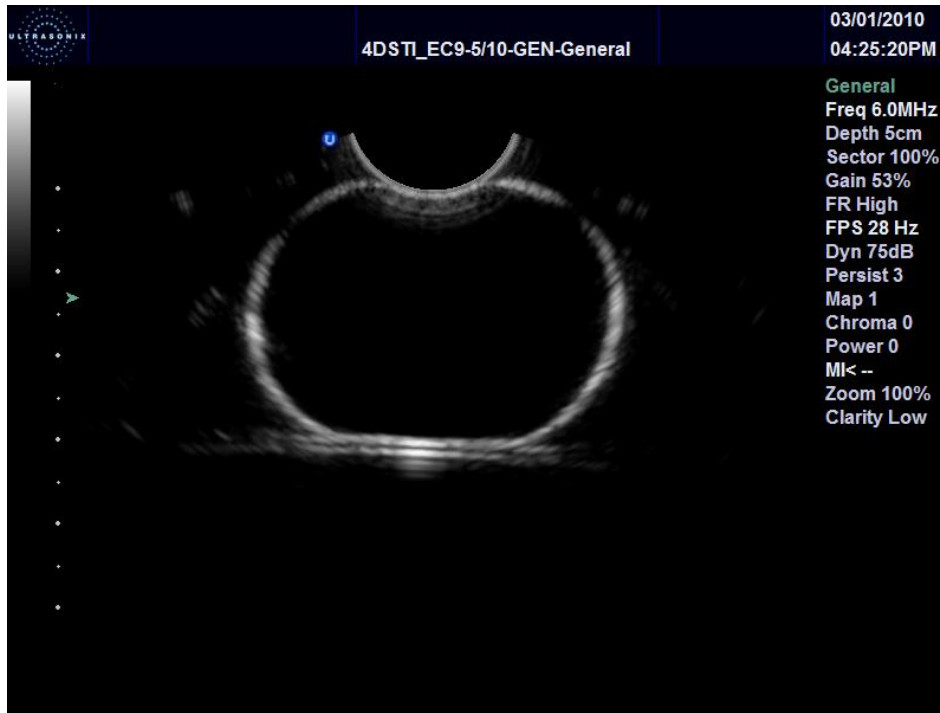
Image échographique non traitée d’un ballon de baudruche rempli d’eau et immergé dans un bac d’eau.
